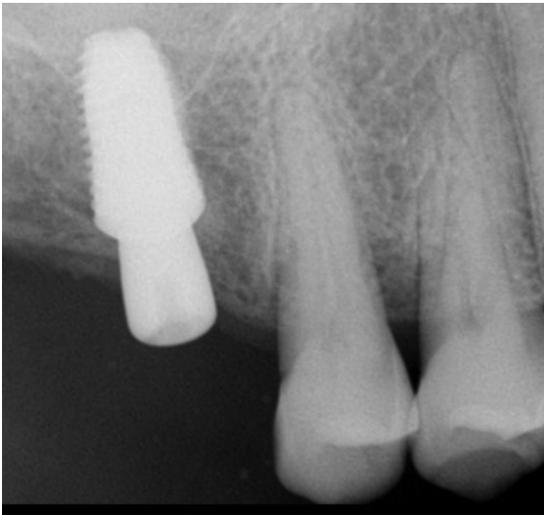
Periapical radiograph of six months after periodontal regenerative surgery shows increased radiopacity at the mesial side of upper right second premolar.
